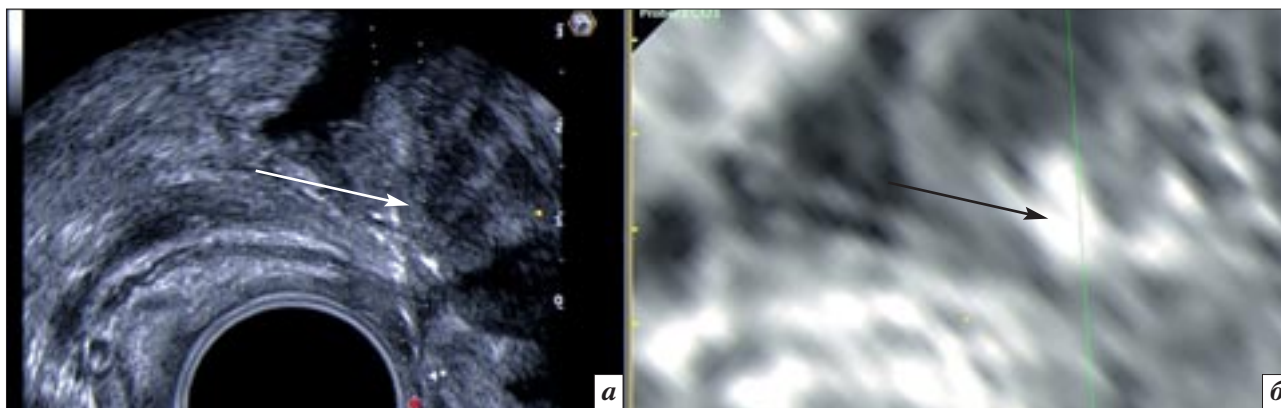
Совмещенное УЗ-МРТ-изображение. Эхографически (а) визуализируется «цепочка» точечных гиперэхогенных включений, проходящая через утолщенный участок стенки мочевого пузыря в области шейки (белая стрелка). На МРТ-изображении (б) данный участок (черная стрелка) значительно накапливает контрастный препарат.
